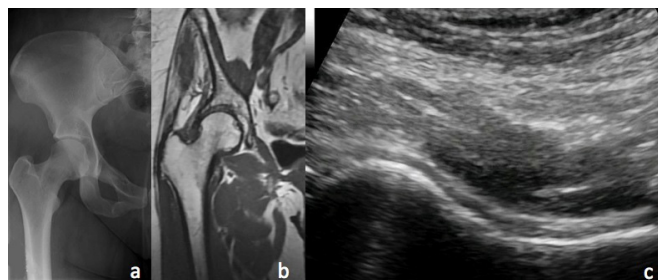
Articulación coxofemoral (cadera): a) Radiografía simple normal, b) Resonancia magnética normal y c) Ultrasonido musculoesquelético: imagen en eje longitudinal normal.
